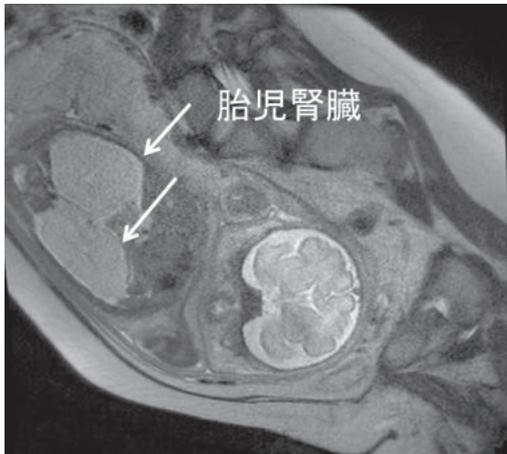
妊娠31週の胎児MRI画像（T2強調画像・母体矢状断）
